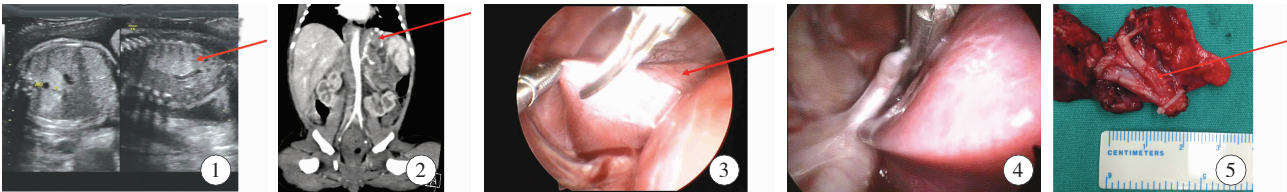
孕 26 周产前超声提示膈肌内隔离肺; 图 2 出生后 2 d 增强 CT 诊断为膈肌内隔离肺; 图 3 胸腔镜下膈肌内隔离肺切除;胸腔镜下用超声刀切开膈肌; 图 4 胸腔镜下处理叶外型隔离肺; 图 5 叶内型隔离肺的血供情况
